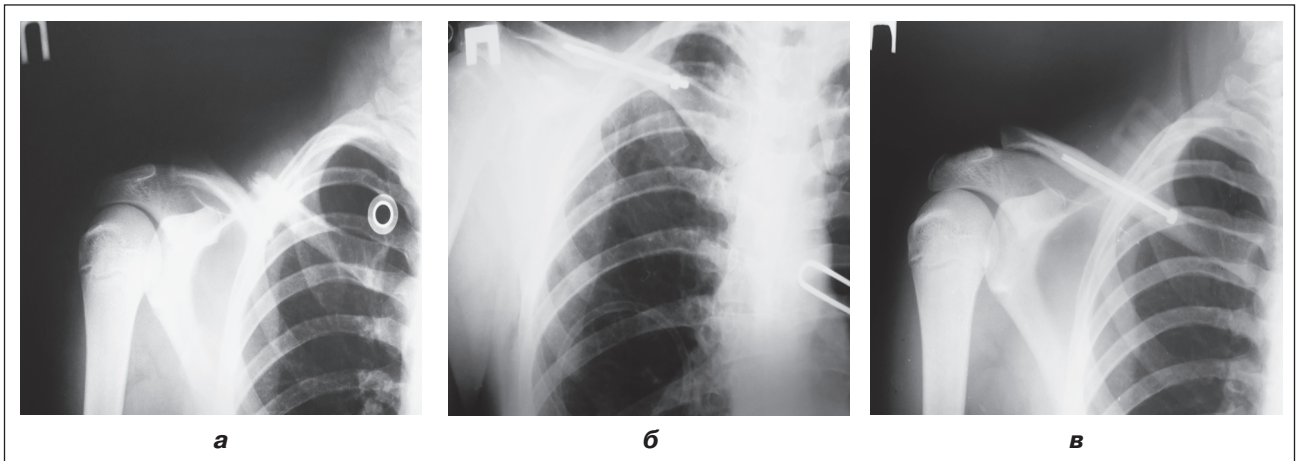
Рентгенограми правої ключиці хворого Б-ів А.В., діагноз: закритий дислокований перелом тіла правої ключиці, ОТА 15А3 (а), після операції закритого остеосинтезу правої ключиці компресуючим стрижнем (б), консолідація фрагментів правої ключиці через 9 тижнів після операції (в)
